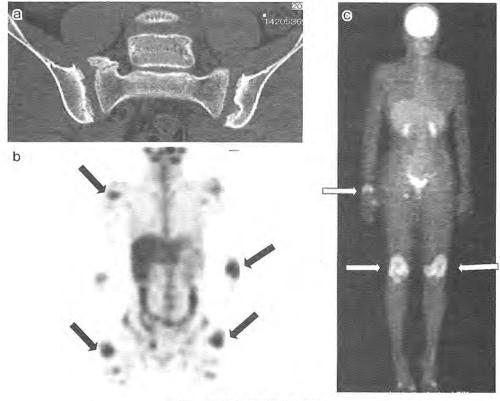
関節炎の画像(その他) a. CT 検査, 仙腸関節縦断面、両側腸骨側にびらんを認める. b. ガリウムシンチグラフィ、右肩, 左肘, 両手関節に集積を認める c. PET-CT. 文献16より引用. 両側膝関節, 右手関節に集積を認める.
